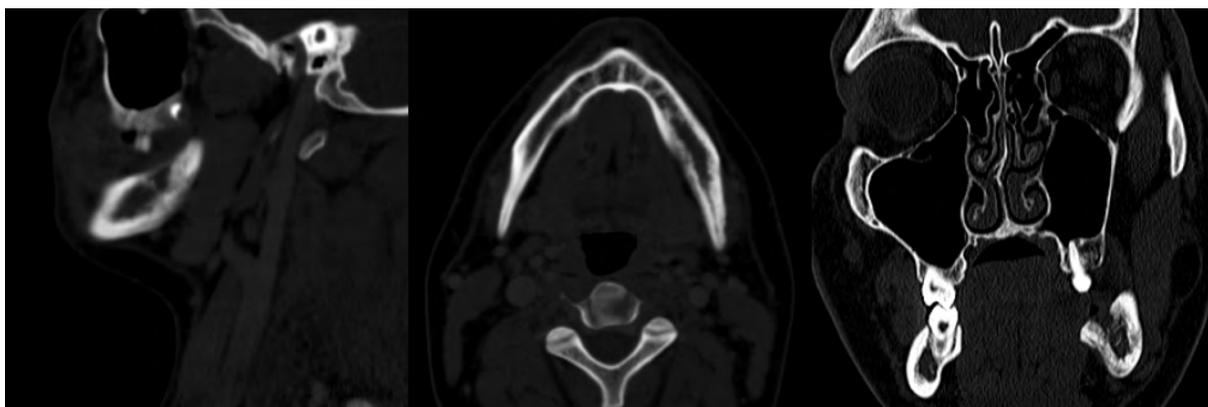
Corte sagital, axial y coronal de la TAC helicoidal con contraste endovenoso de control a los 7 meses de evolución.
